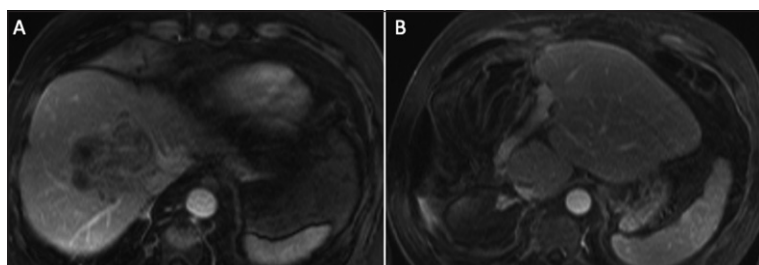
Colangiocarcinoma intrahepático. A: Imagen hipointensa en T2 en resonancia hepática. B: Segmentos laterales remanentes (II y III) posterior a hepatectomía derecha extendida.
